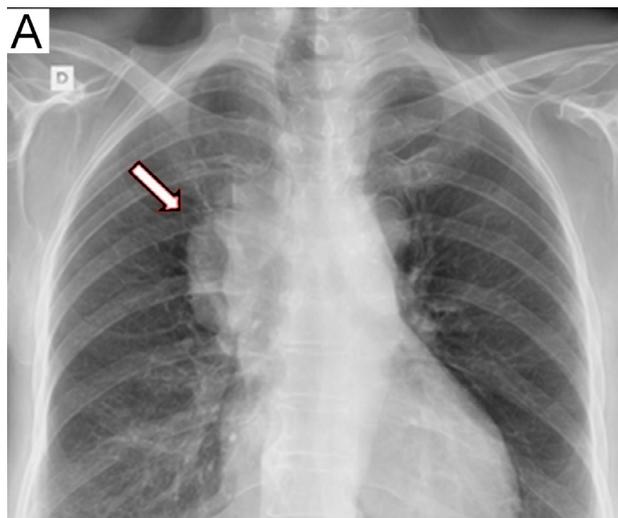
(A) Radiografia torácica, incidência pósterio-anterior, evidenciando, principalmente, uma opacidade promovendo alargamento do mediastino à direita (seta), assim como o sinal da sobreposição hilar, que indica provável lesão do mediastino anterior.
